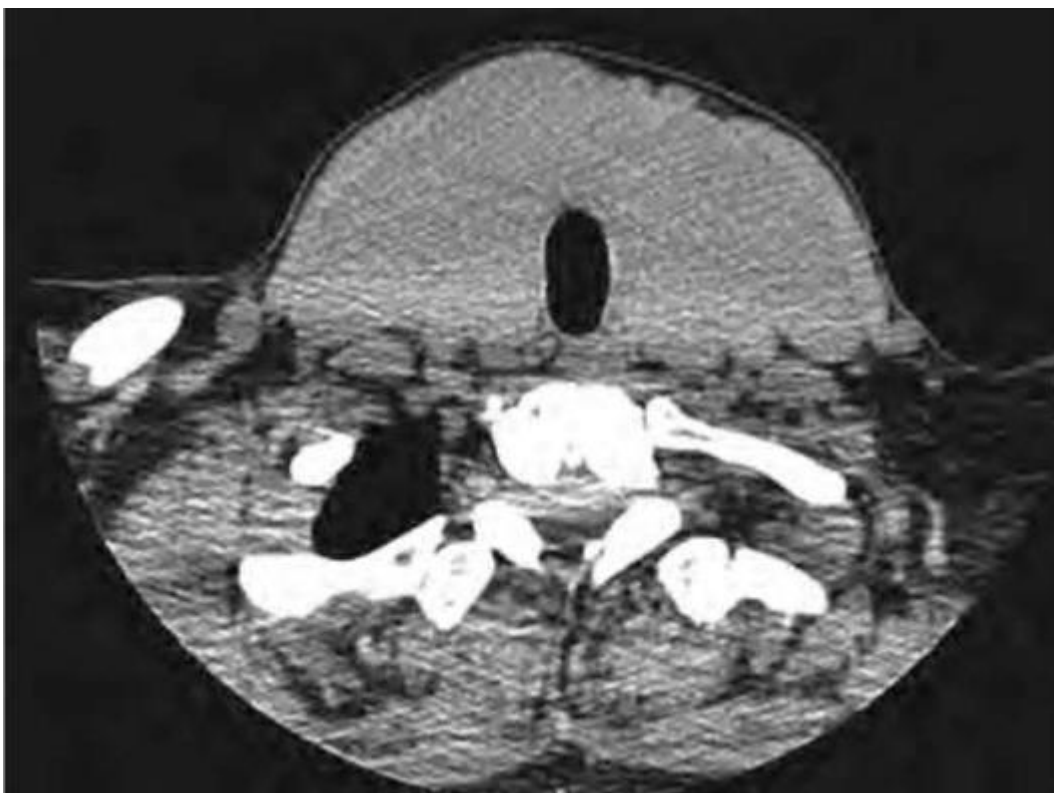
Компьютерная томограмма органов шеи, поперечный срез
